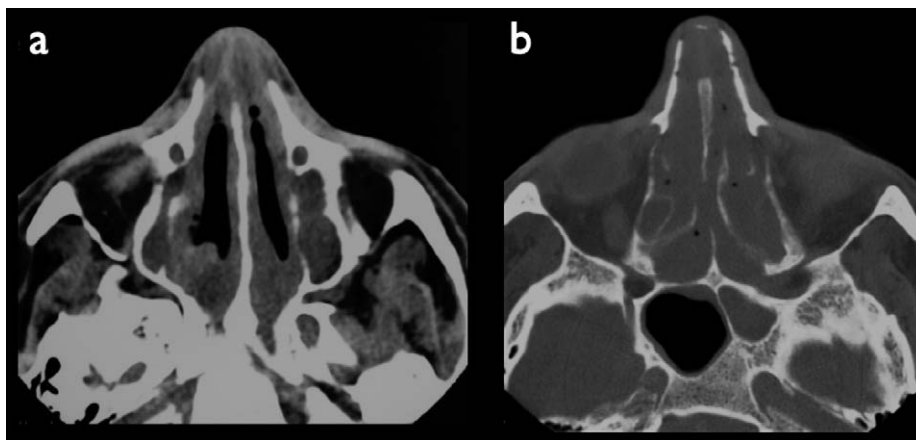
TDM coupes axiales chez un patient de 45 ans présentant une SNS sévère (même patient que sur la Fig. 2) (a) lyse des cornets inférieurs, ostéosclérose des parois des sinus maxillaires, épaissement de la muqueuse des sinus maxillaires et infiltration de la pointe du nez (b) lyse du septum, des cloisons ethmoïdales, de l'os planum et des os propres du nez. Comblement des sinus ethmoïdaux et du sinus sphénoïdal gauche.
